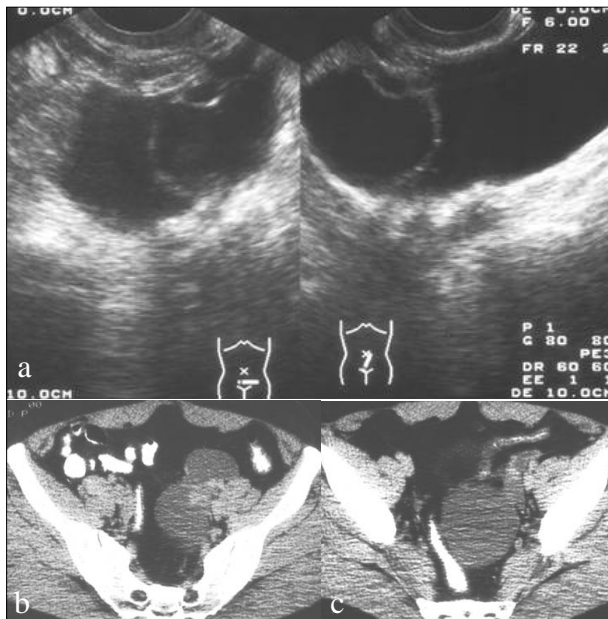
Linfangioma pélvico. A ecotomografia mostra um tumor pélvico quístico multiseptado (14a). A T.C. após contraste revelou um tumor quístico lobulado, hipodenso de parede fina (14b e 14c).
